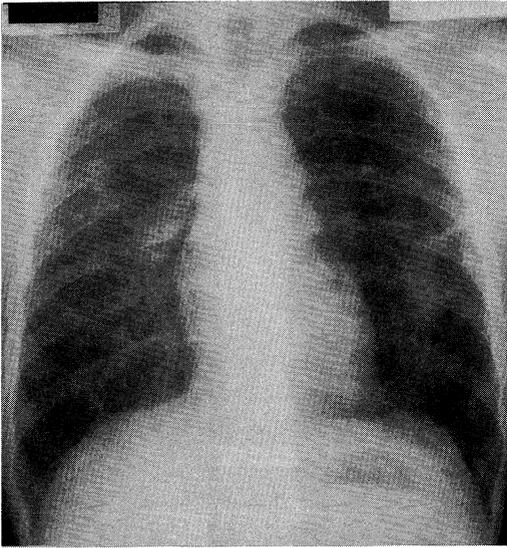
Posteroanterior chest roentgenogram after 6-month treatment shows reticular pattern in the bilateral lung. The infiltrative shadow and many thin-walled cavities have decreased.
